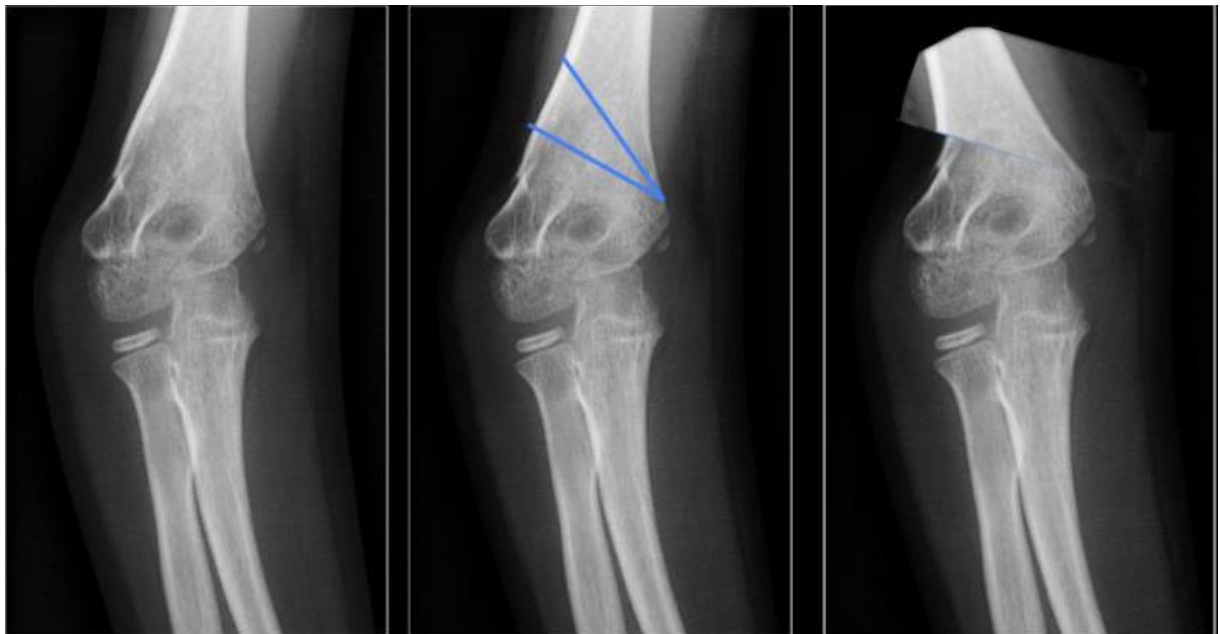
Étapes radiographiques de la correction du cubitus varus par ostéotomie latérale de soustraction en conservant la charnière médiale [55]
